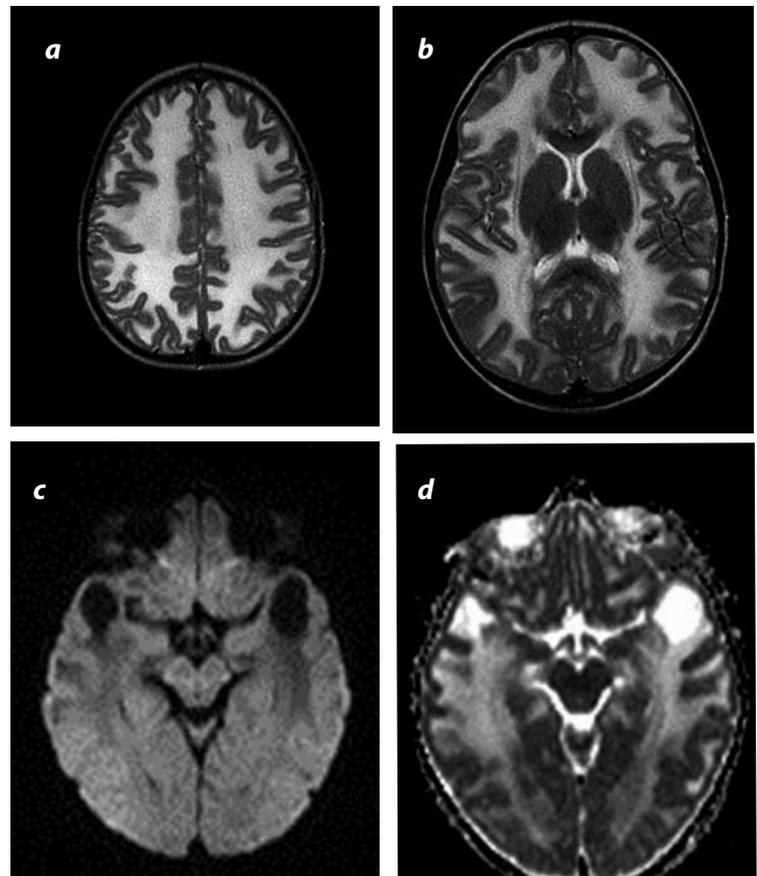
Caso clínico 2, imágenes de resonancia magnética. a y b) Cortes axiales con información T2 a la altura de los centros semioyales y los núcleos grises de la base: aumento difuso de la intensidad de la señal en la sustancia blanca, que compromete las fibras subcorticales, y cavum septi pellucidum (CSP); c) Difusión en corte axial a la altura del mesencéfalo: lesiones quísticas temporales con disminución de la intensidad de la señal de la sustancia blanca, y d) Mapa ADC de corte axial a la altura del mesencéfalo: aumento de la difusión en las lesiones de aspecto quístico.
